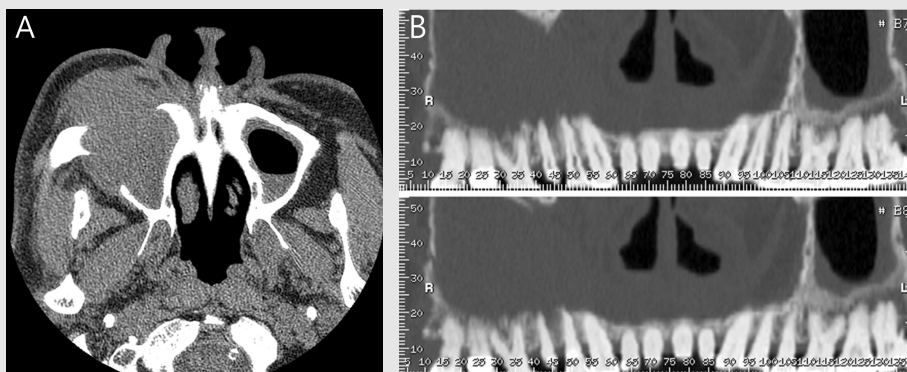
Axial CT (a) image showed expansile mass destroying the anterior and postero-lateral wall of the right maxillary sinus. Reformatted panoramic image of CT (b) showed that the destruction of medial and inferior walls of the right maxillary sinus and the mass involved the right maxillary posterior teeth.
